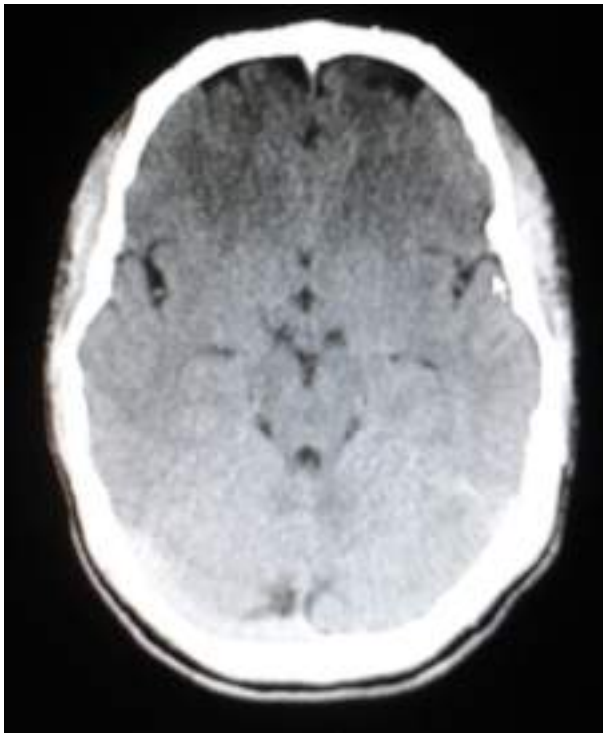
TAC de cerebro normal.
